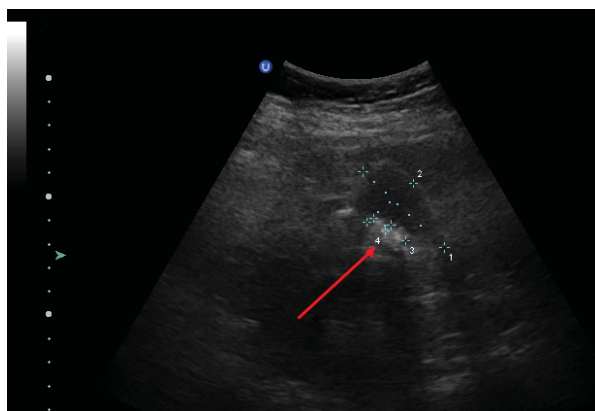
УЗИ через 2 месяца от начала лечения
